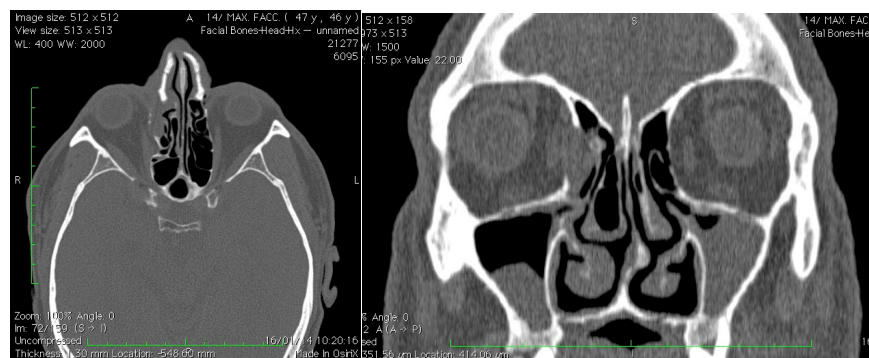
TC in assiale e coronale, che mostra una frattura della parete mediale dell'orbita dx.
